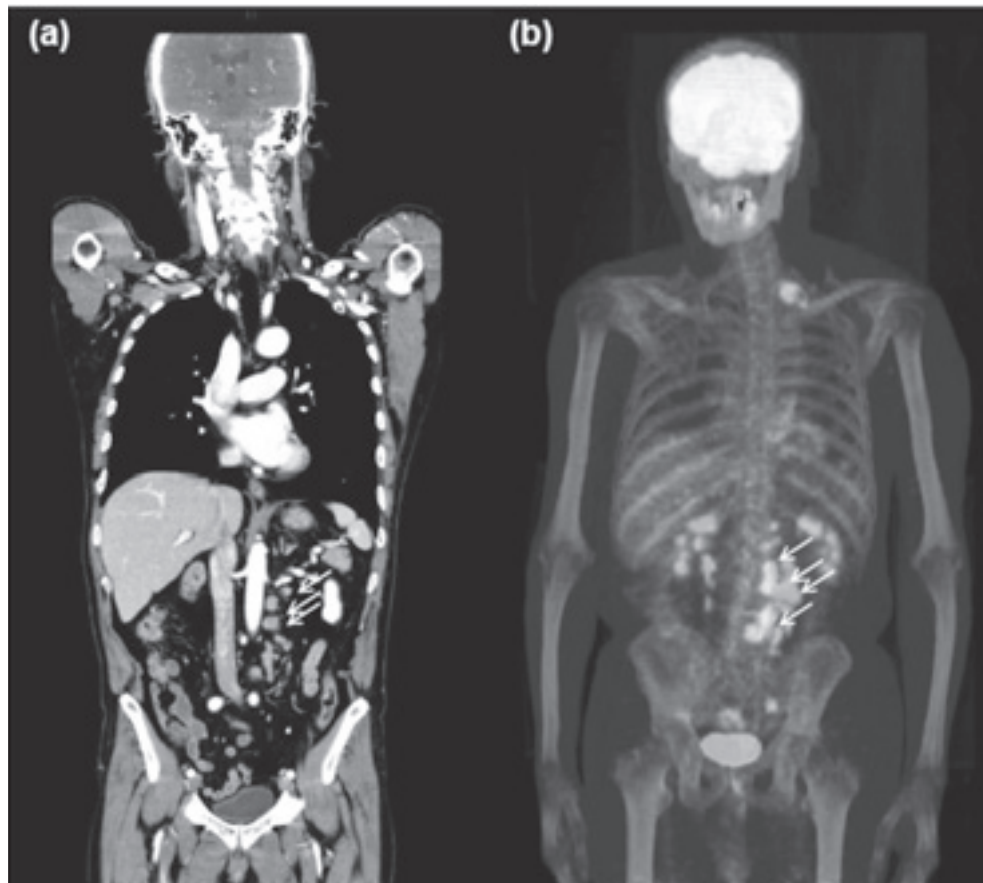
Chest/abdominal enhanced CT and ^{18}F -FDG PET before anti-tuberculosis therapy. Enlarged lymph nodes were observed in left supraclavicular, para-aortic and left common iliac artery (a). ^{18}F -FDG remarkably accumulated in those lymph nodes (arrows) (b).
